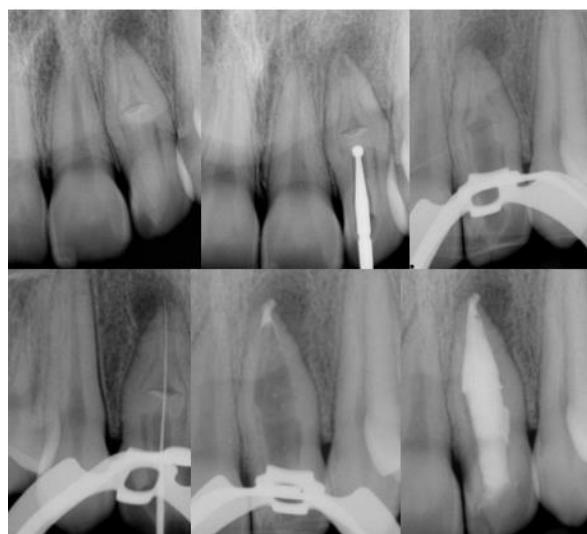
Radiografia inicial seguida de remoção do tecido calcificado intraradicular com ponta diamantada esférica de haste longa, instrumentação e por fim, obturação com com biocerâmico reparador (Bio-C Repair) e backfill de MTA até terço cervical.
